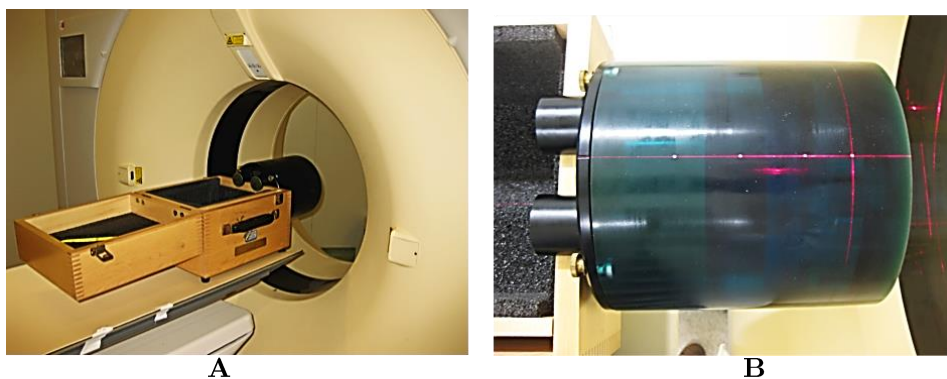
A: Posicionamento do fantoma no equipamento de TC. B: Alinhamento dos lasers do scanner com os pontos de referência do fantoma.
